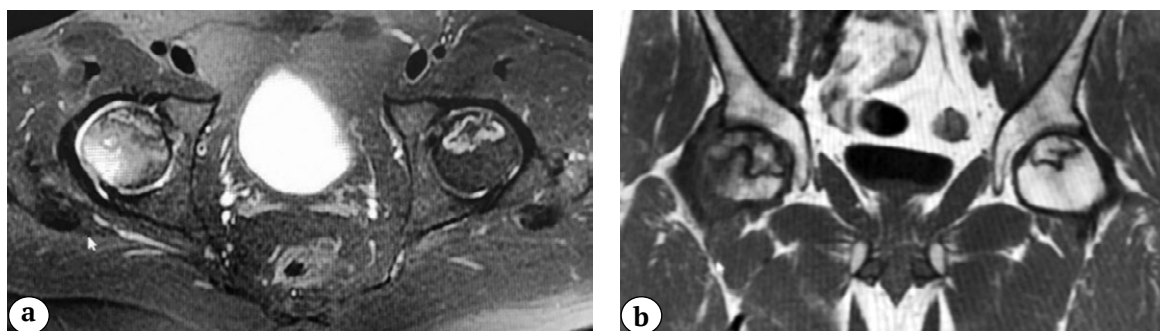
МРТ-признаки двустороннего некроза головок бедренных костей (стадия ARCO IIC) у пациента 2: а — аксиальная проекция; б — фронтальная проекция
